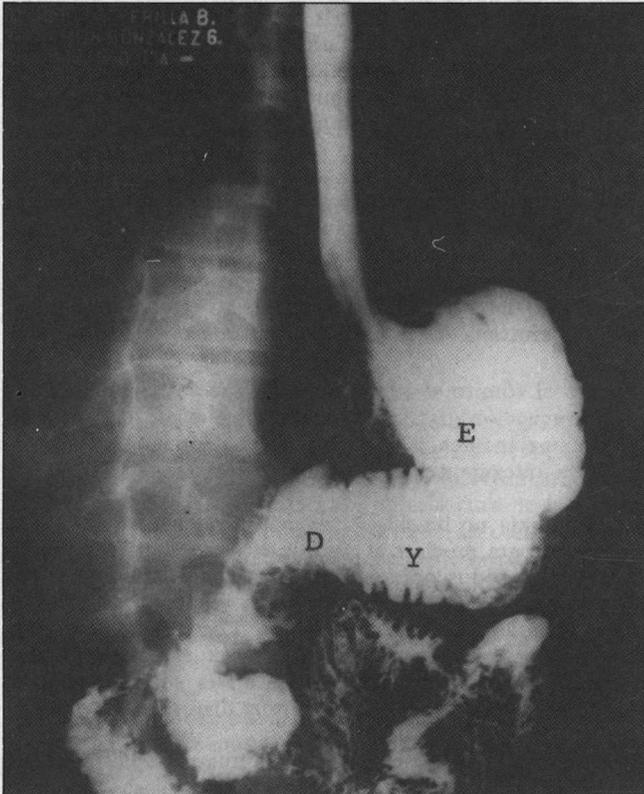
Radiografía ilustrativa de una interposición yeyunal (Y) o Asa de Henley, entre el estómago (E) y el duodeno (D).
